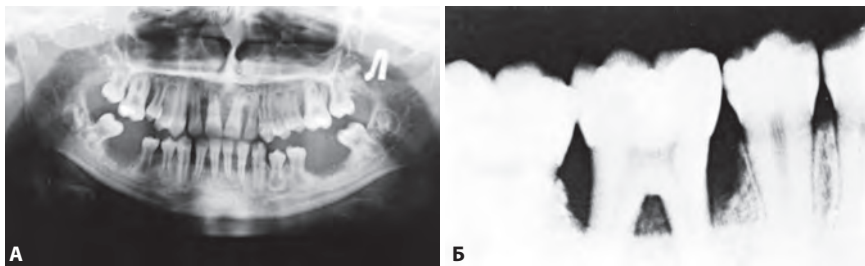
Агрессивная форма локализованного пародонтита. А. Панорамная рентгенограмма. Деструкция кости в области удаленных нижних первых постоянных моляров. Б. На прицельном снимке деструкция кости альвеолярного отростка вокруг первого постоянного моляра.
